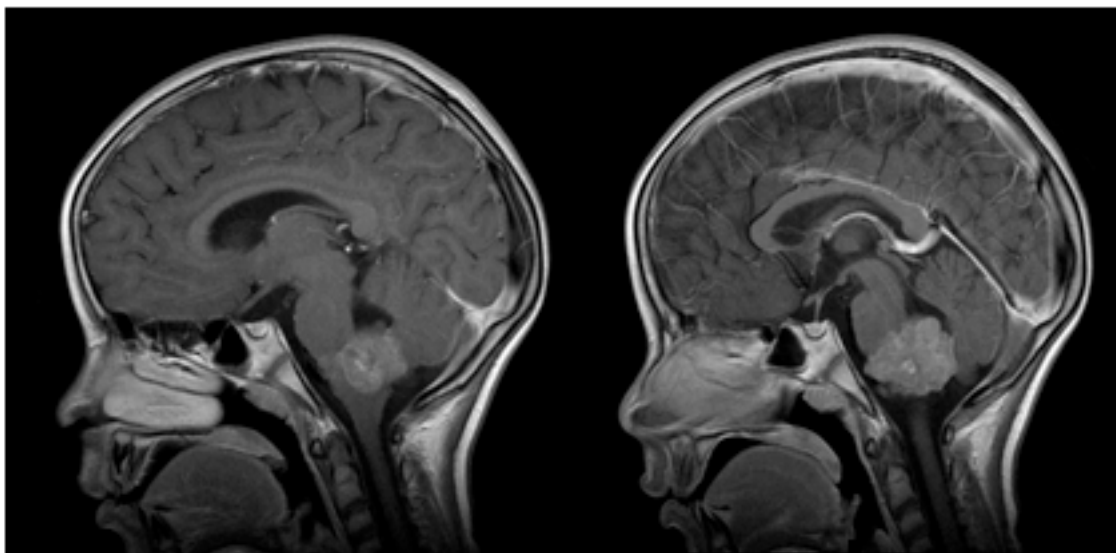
Resonancia magnética ponderada en T1 con contraste. Vista coronal. Tumoración captadora de contraste dependiente del techo del 4to ventrículo extendiéndose por el agujero de Luschka hacia el ángulo pontocerebeloso izquierdo.
